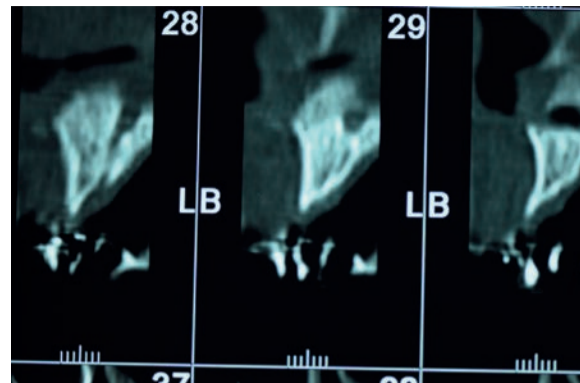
Valutazione dei volumi ossei all'esame TC.
